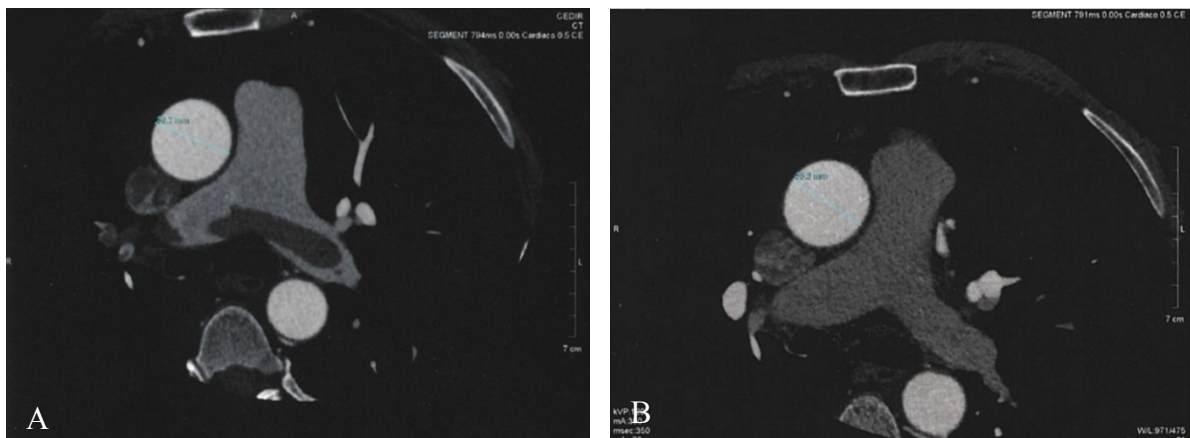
Angiotomografia pulmonar computadorizada de um paciente diagnosticado com tromboembolismo pulmonar bilateral. Na figura A, antes do tratamento, verifica-se um trombo em sela fixado na bifurcação da artéria pulmonar. A figura B, corresponde à imagem de controlo, sob terapêutica anticoagulante. Estas imagens foram fornecida pelo serviço de Cardiologia do Hospital Sousa Martins-ULS da Guarda.
